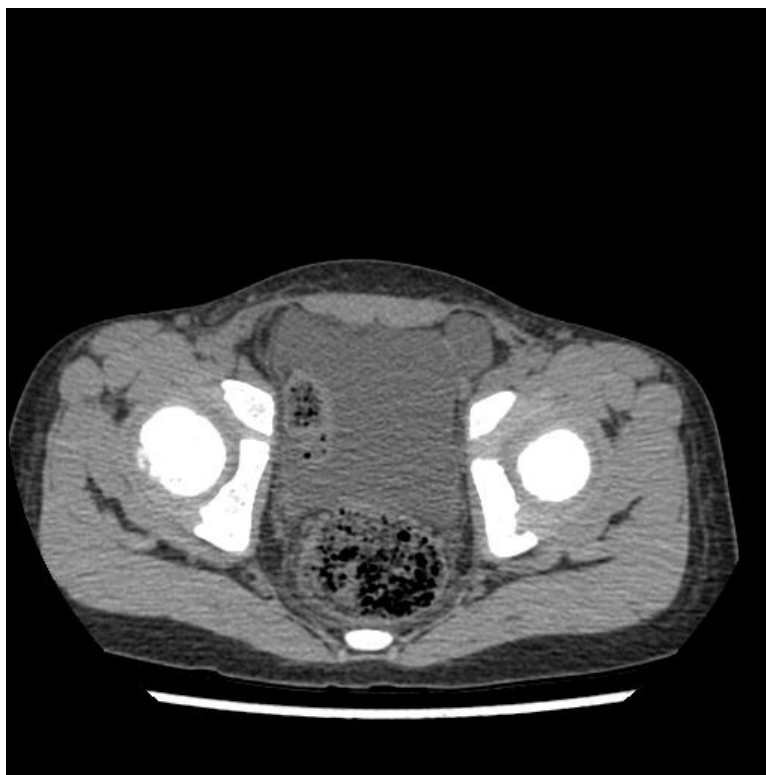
Abdominal CT images (pelvic effusion)
